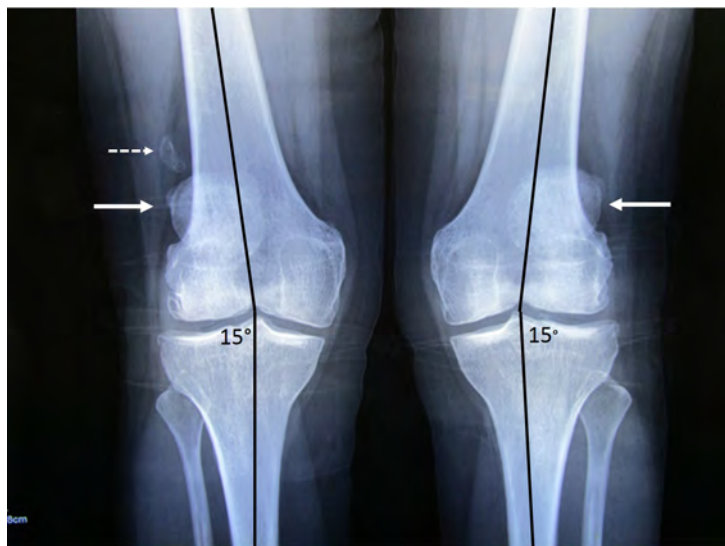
Radiografía AP de ambas rodillas con apoyo, mostrando: valgo normal de 15° en ambas rodillas, desviación rotuliana bilateral (flechas blancas), presencia de calcificación supra-rotuliana en rodilla derecha (flecha punteada)
